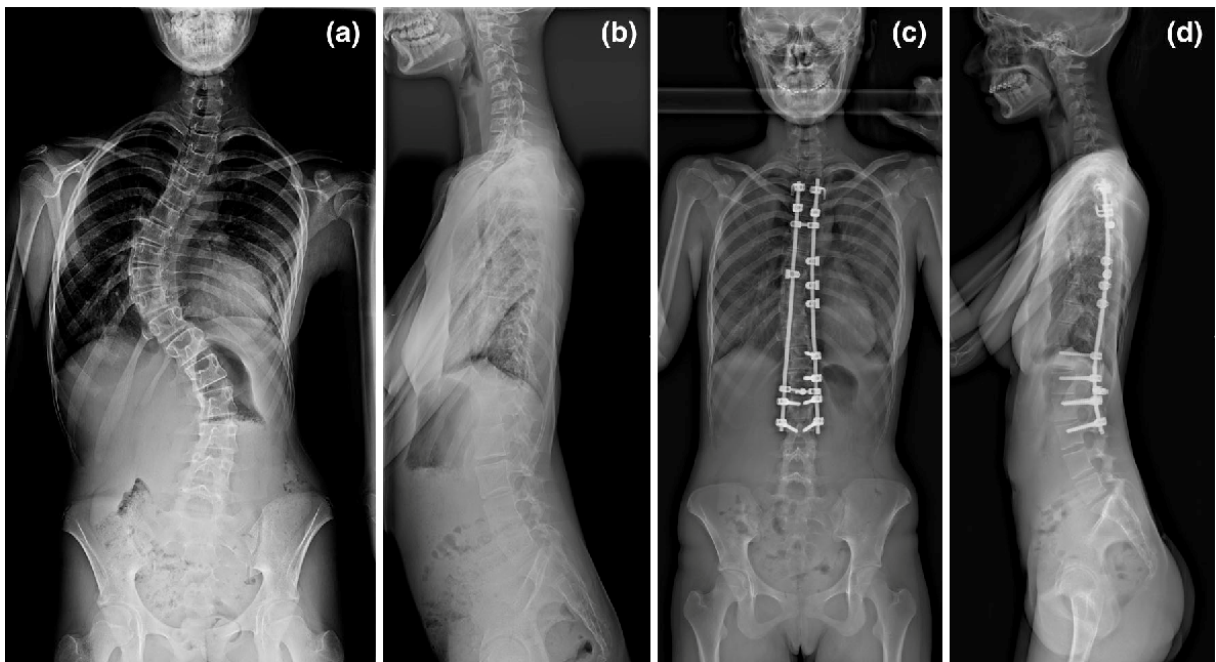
Radiographies préopératoires d'une jeune adolescente montrant une scoliose thoracique avec un angle de Cobb à 70 degré (a : vue frontale) et (b : vue latérale) . Rx 2 ans postopératoires avec angle de Cobb à 4 degré (c : vue frontale) et (d : vue latérale). (28)
